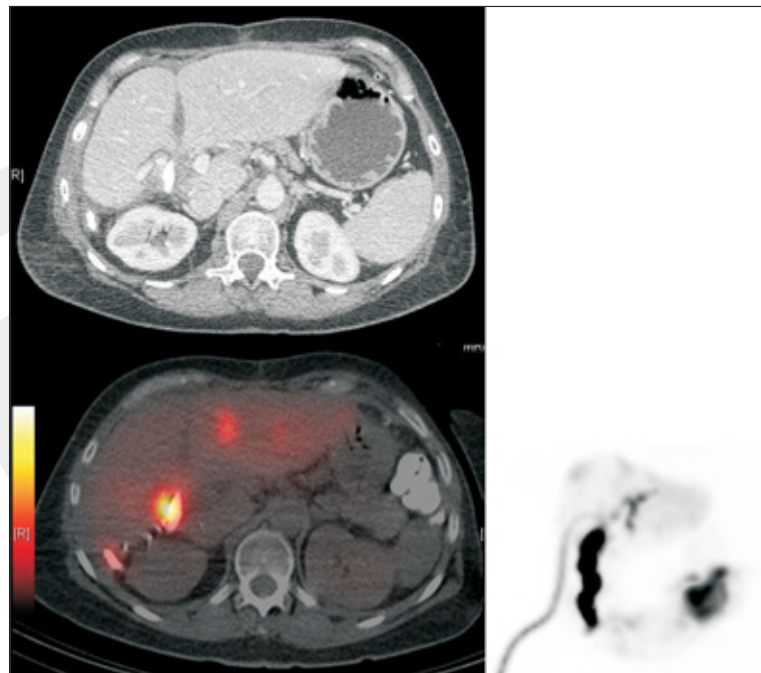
Vergleich von CT und HBSS mit SPECT/CT bei einem 54-jährigen Patienten mit Z. n. Hepatikojejunostomie nach Lap-CHE mit Verletzung des DHC und der A. hepatica sowie Z. n. Leberteilresektion.
